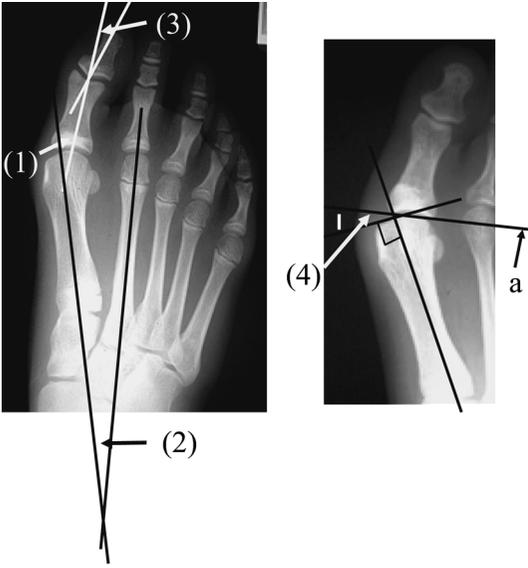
X線の計測法. (1) 外反母趾角, (2) M1-M2角, (3) 第1趾節間角, (4) DMAA. (a: 第1中足骨頭関節面)
